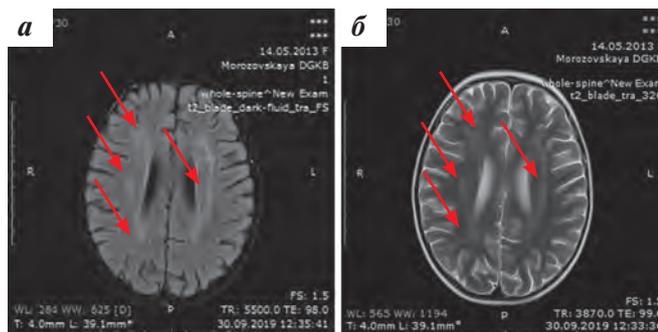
МРТ головного мозга от 30.09.2019. В динамике за 3 мес в режимах FLAIR (а) и T2 (б) наблюдается нарастание токсической лейкоэнцефалопатии. Увеличение вовлечения белого вещества полушарий большого мозга (указано стрелками)
